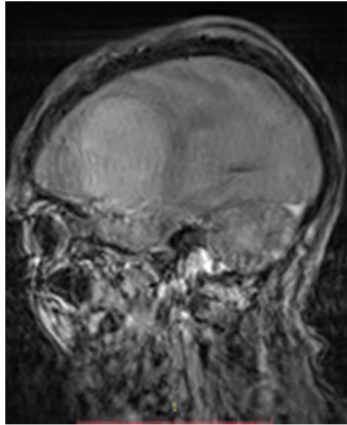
RMN de cráneo. Corte sagital. Ponderación T1.
